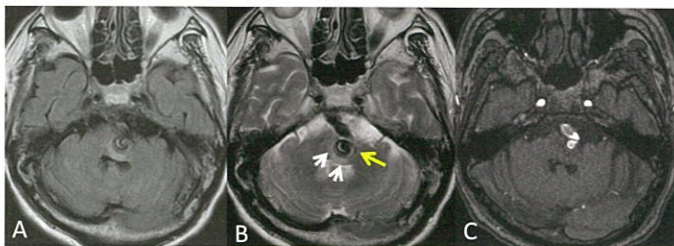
MRI (A: FLAIR、B: T2WI、C: MRA-TOF)
